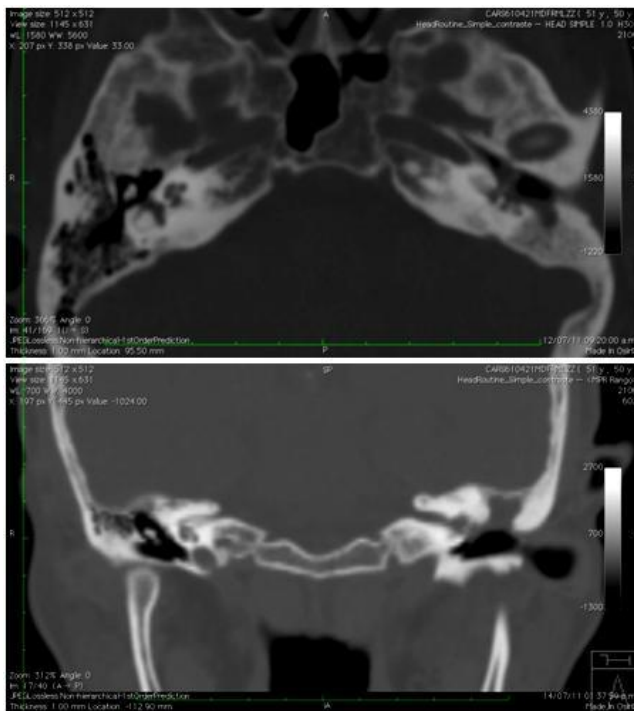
Tomografía computada de un caso de laberintitis osificante por Granulomatosis de Wegener. Se observa densidad de tejidos blandos en epi y mesotímpano con erosión del scutum y cadena osicular, sin identificarse estructuras del oído interno.
